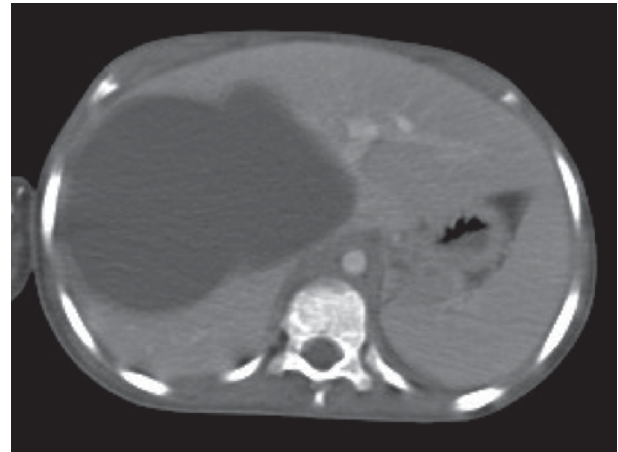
Segundo TAC abdominal. Se realiza ante la persistencia de picos febriles y molestias en HD con dolor a la palpación y empastamiento. Se observa colección heterogénea.
